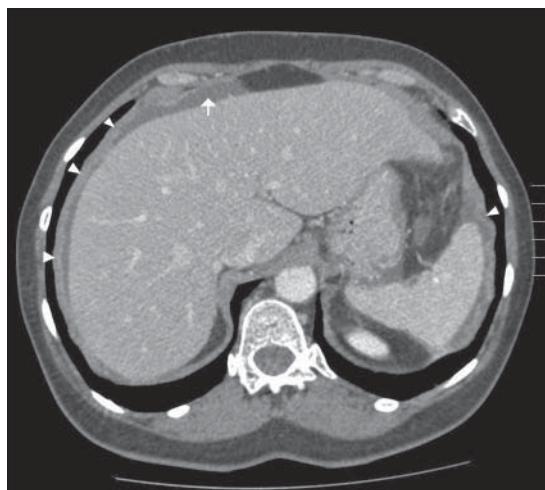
Tomografía computada de Abdomen. Corte axial en abdomen, con contraste endovenoso, se visualiza ascitis perihepática (flecha) y engrosamiento nodular de peritoneo (puntas de flecha).
